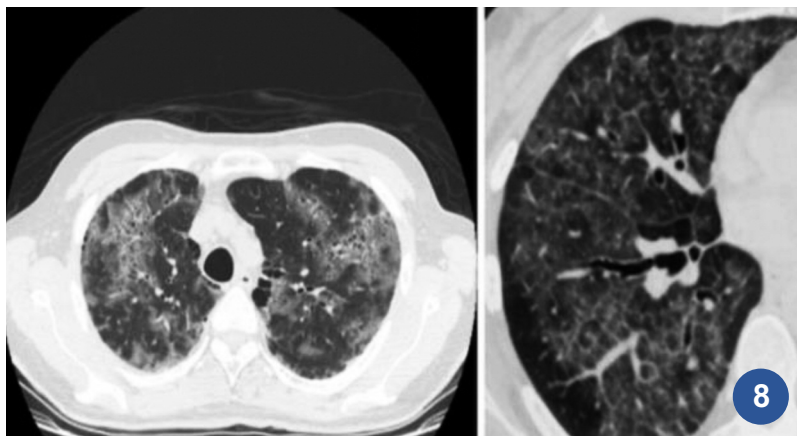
TAC de tórax patrón de empedrado o en malla, corresponde a un patrón en vidrio esmerilado sumado a engrosamiento de los septos peri e intralobulillares
